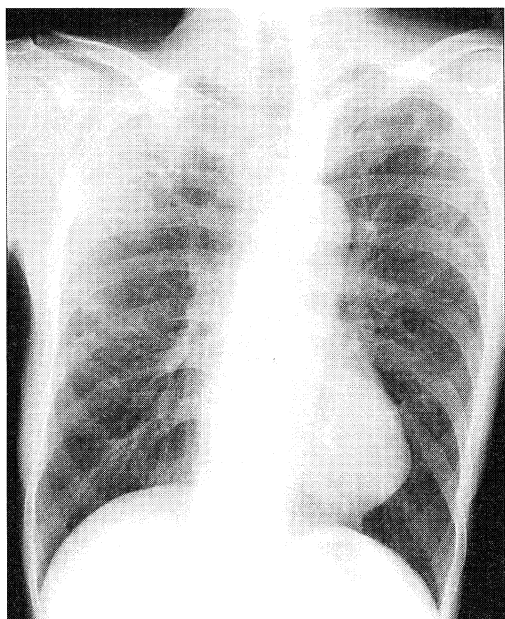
Chest X-ray on admission (Dec 16, 2003)
